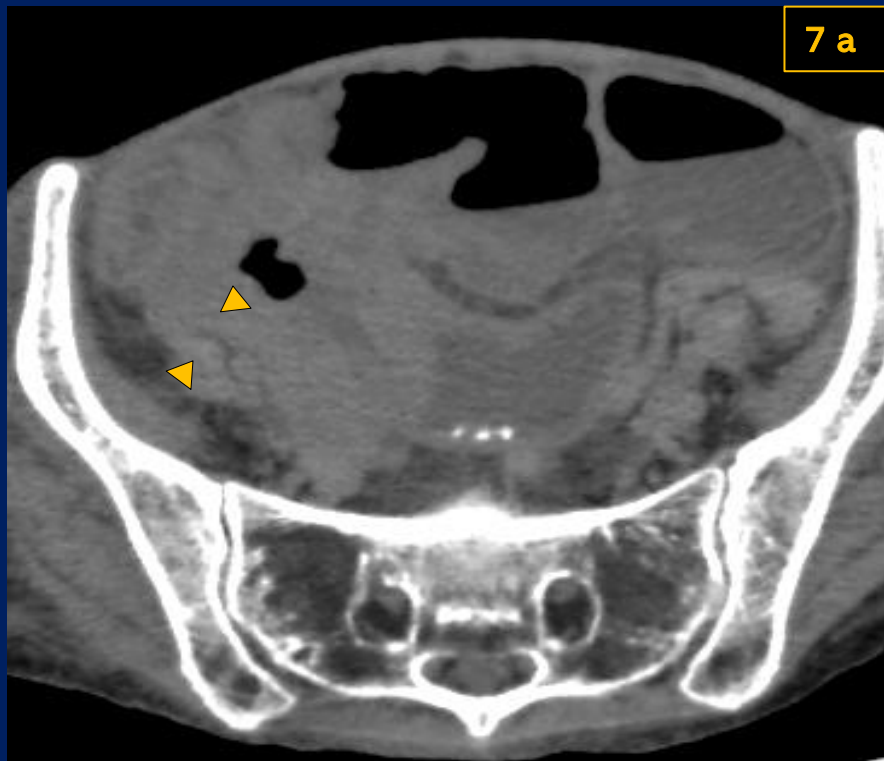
Tomografía de abdomen sin contraste en reconstrucción axial(a) y coronal (b). Se visualiza engrosamiento parietal concéntrico difuso (flecha) a nivel de la válvula ileocecal y en íleon terminal con dilatación de asas intestinales aguas arriba y adenomegalias locoregionales(puntas de flechas).
